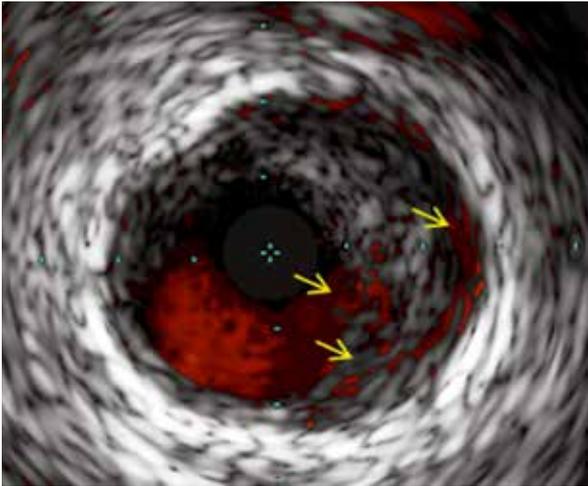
ВСУЗИ после выполнения стентирования ПМЖВ. Разрыв интимы с затеканием под нее крови.
